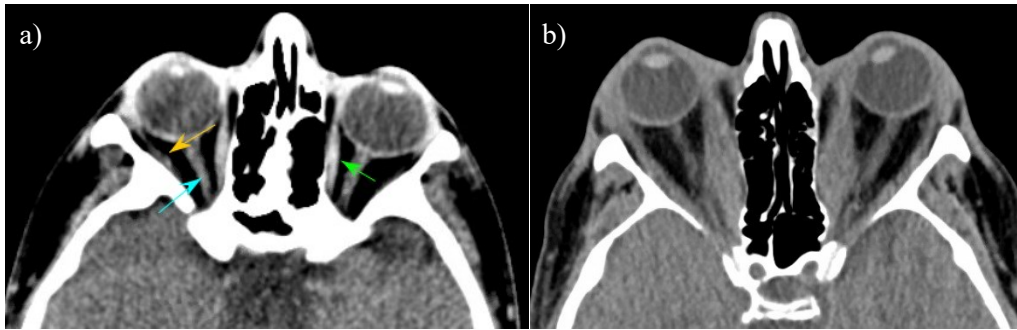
Computertomografie der Nasennebenhöhlen, axiale Schichten: a) blande Computertomografie: schlanke, extraokuläre Augenmuskeln ohne Exophthalmus (Pfeilmarkierungen: N. opticus (türkis), MR (grün), LR (orange)) b) Exophthalmus bei beidseitiger Muskelhypertrophie v.a. MR, gering LR
